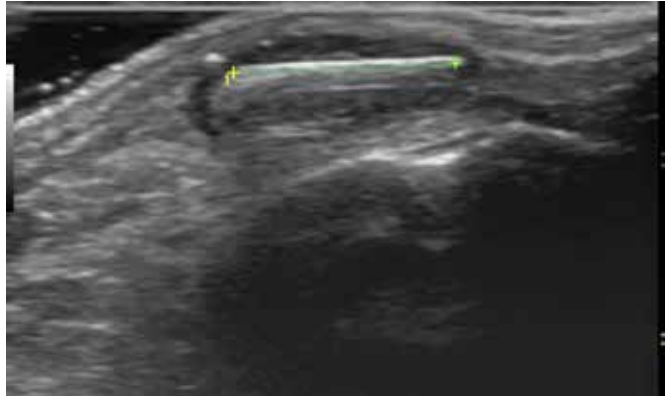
Paciente con trauma en pie con ramas. Dos meses después presenta masa de tejidos blandos, la ecografía confirma la presencia de imagen lineal hiperecoica que corresponde a un cuerpo extraño, tipo astilla de madera, e hipoecoico en la periferia por la formación de un granuloma.
